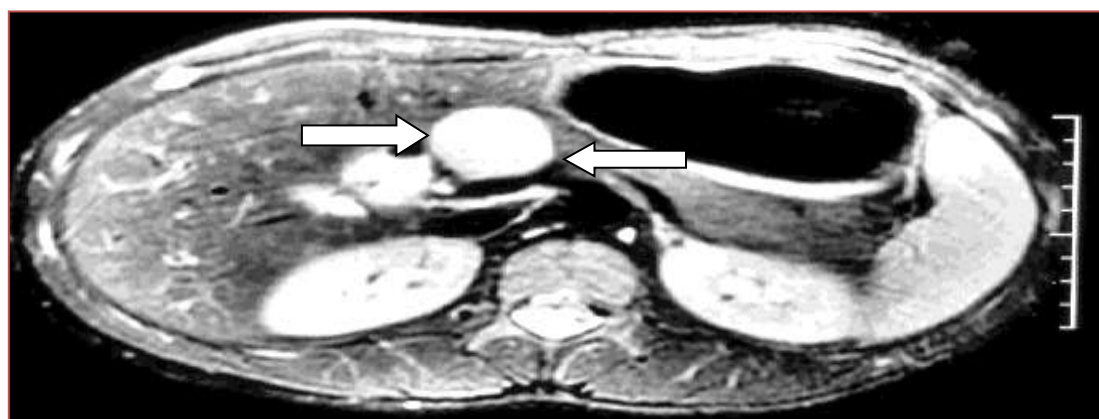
Ressonância Nuclear Magnética de abdome superior realizada em 11/11/2010. Corte transversal.
